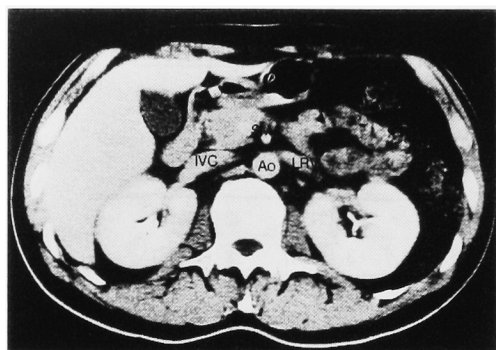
Enhanced CT of the compression of the left renal vein at the point where it intersected the abdominal aorta without the nutcracker phenomenon.
